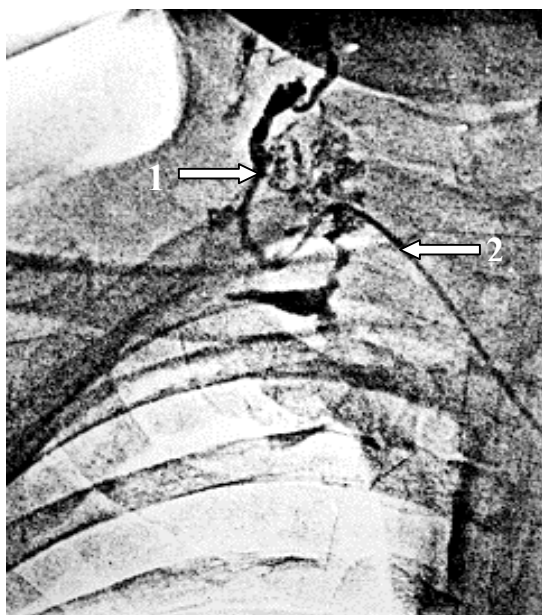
Рентгенолимфограмма правого лимфатического протока больного Д., 52 лет. 1-правый лимфатический проток; 2-катетер, дренирующий лимфу.
